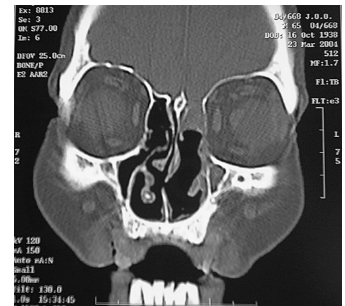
TAC coronal previo. Extensión del meningocele hacia región de etmoides posterior, con material inflamatorio retenido.
